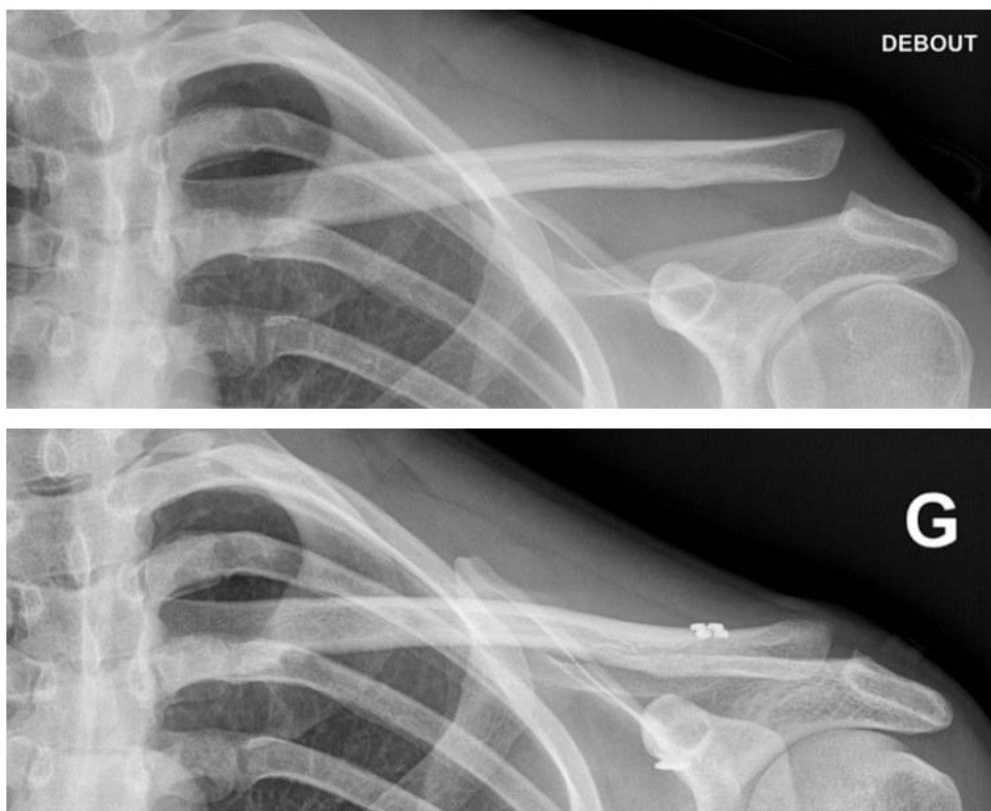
Radiographie préopératoire (en haut) et postopératoire (en bas) d'une DAC stade III à gauche stabilisée par endo-bouton sous technique arthroscopique.
